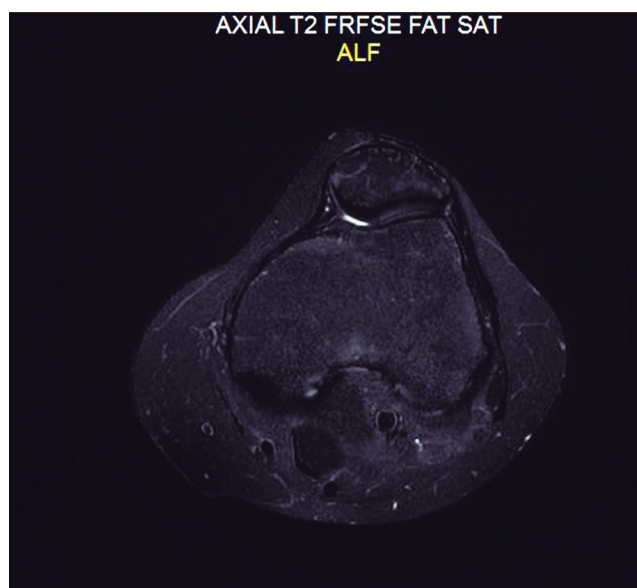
Resonancia magnética del 28 de agosto de 2014. Axial T2 con supresión grasa. En comparación con la figura 3, el edema y la lesión de partes blandas prácticamente han desaparecido.
